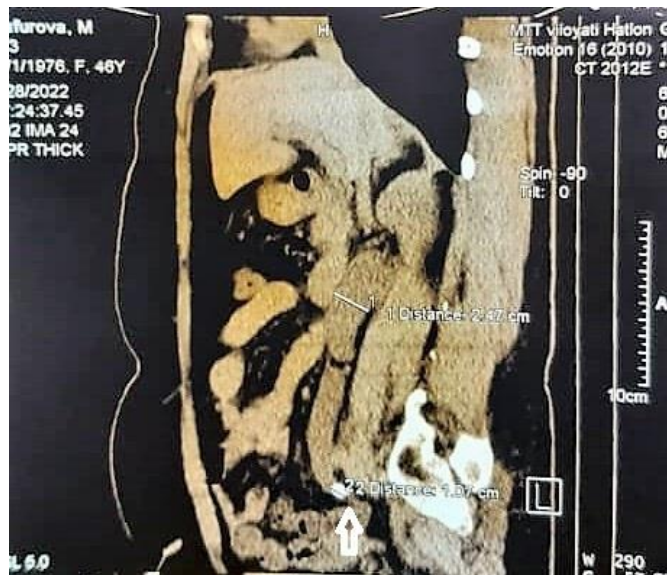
СКТ. Уретеролитиаз справа. Камень нижней трети мочеточника.
